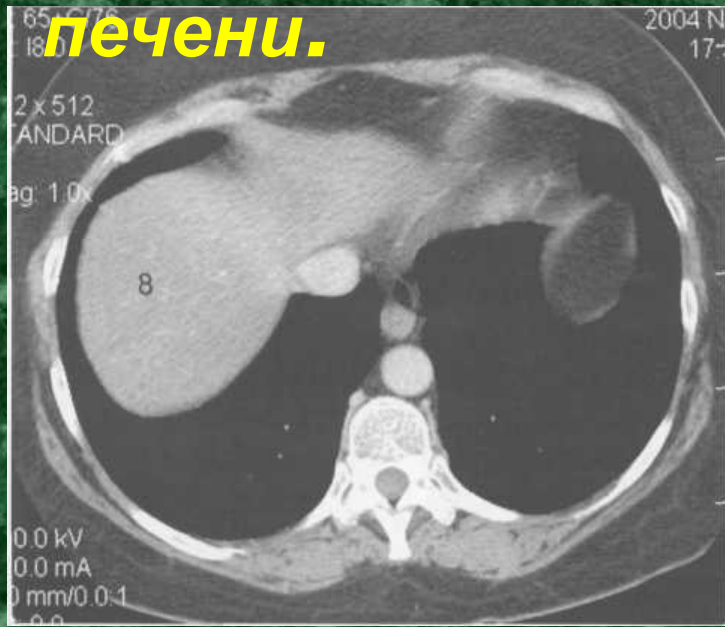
Компьютерная томография печени в норме (наблюдение В. Г. Никитина).
